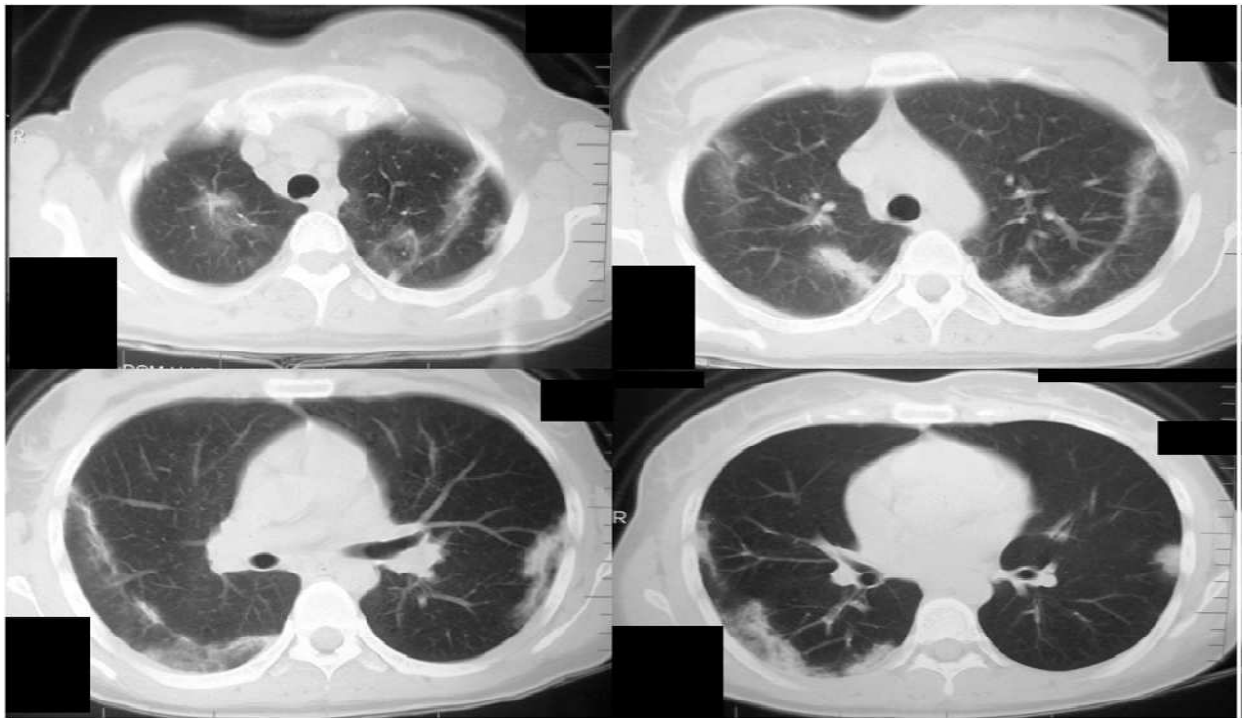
Radiographie thoracique, et scanner thoracique : syndrome alvéolo-interstitiel périphérique (Aspect en négative de l'image en ailes de papillon de l'œdème pulmonaire)
